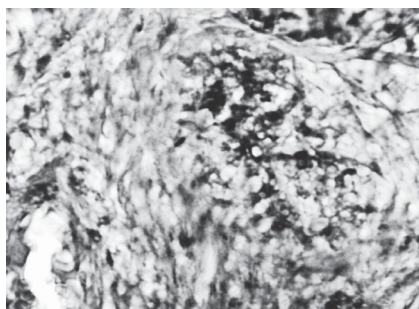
Широке розростання псевдоміцелію *Candida*, що нагадує друзи. Відсутність запальної реакції. Хворий Ч., 78 років. Забарвлення за Боголеповим. Збільшення $\times 200$
